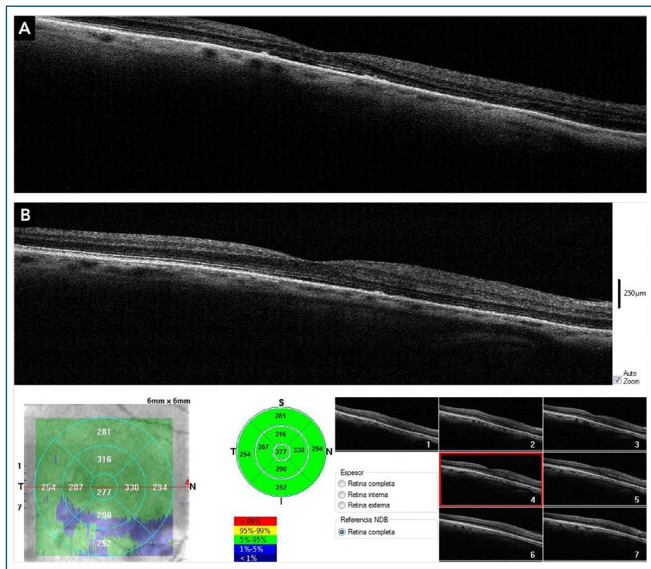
(A) Tomografía de coherencia óptica control 6 meses post operatorio; (B) tomografía de coherencia óptica control 12 meses post-operatorio con mapa de espesor (central 277um).
